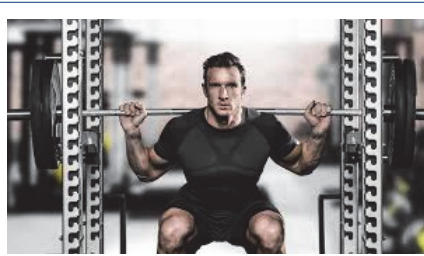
3-RM Back squat 검사
